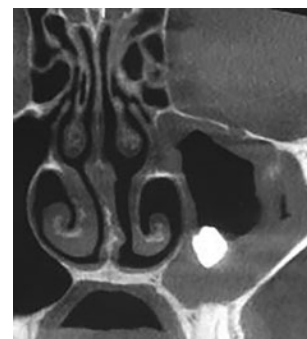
КТ-картина инородного тела (пломбировочный материал) верхнечелюстной пазухи
